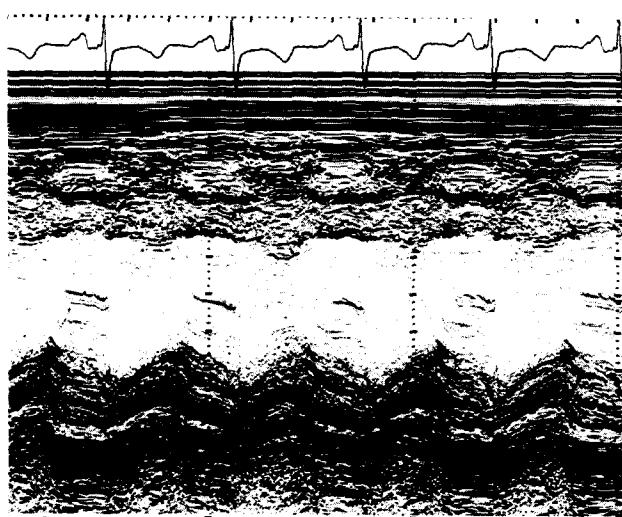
M-mode echocardiography at POD #21st. day.
